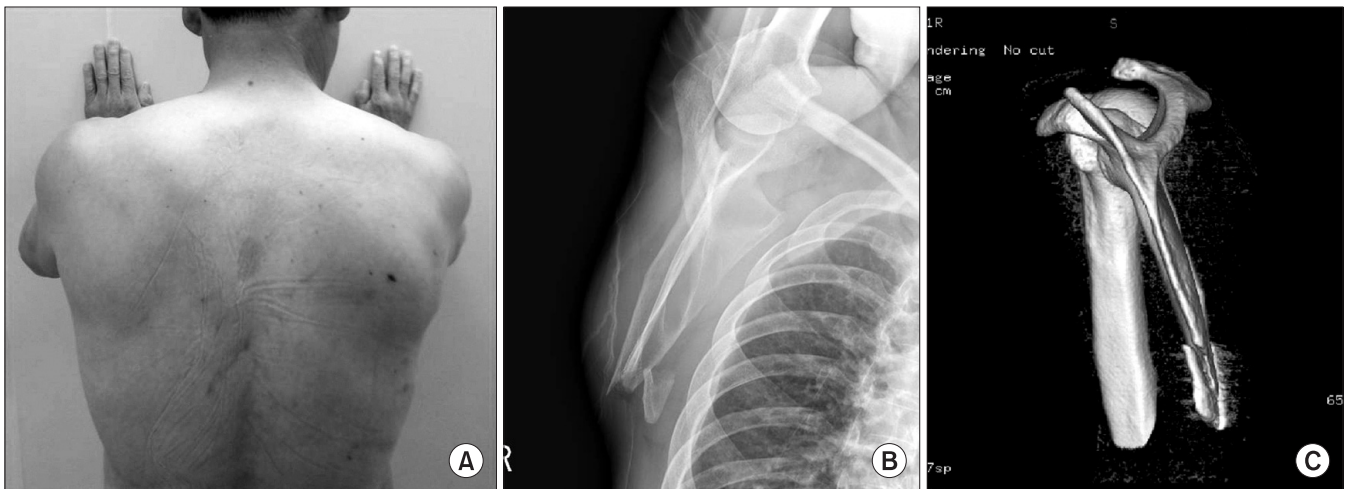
(A) On initial examination, a 55-year-old man who fell from a height of 2 m; photograph shows dominant winging of the right scapula in leaning with his arms on the wall. (B) Scapula lateral view shows anterolateral displacement of the bony fragment with the inferior border fracture of the scapula. (C) At postoperative three months, image of 3-dimensional-computed tomography of the right scapula confirms acceptable alignment of the inferior angle of the scapula.
